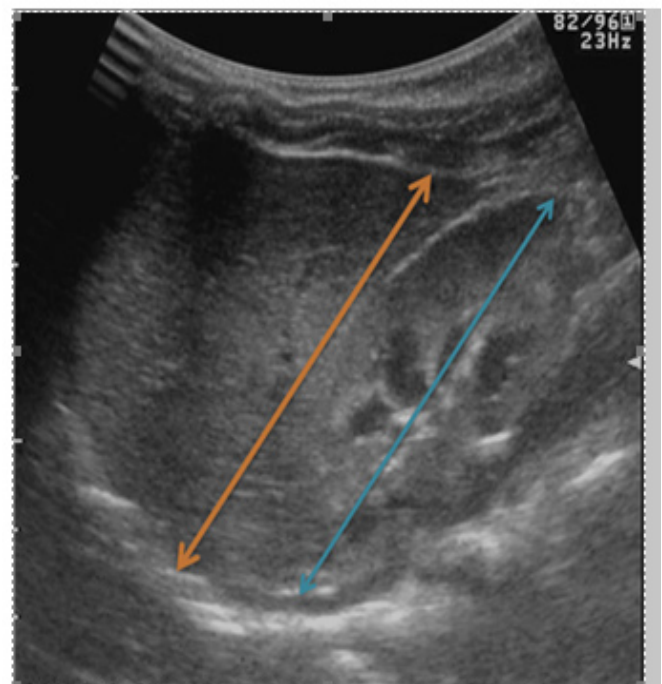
Technique de mesure échographique du grand axe du foie (flèche orange) selon l'axe rénal droit (flèche bleue).
